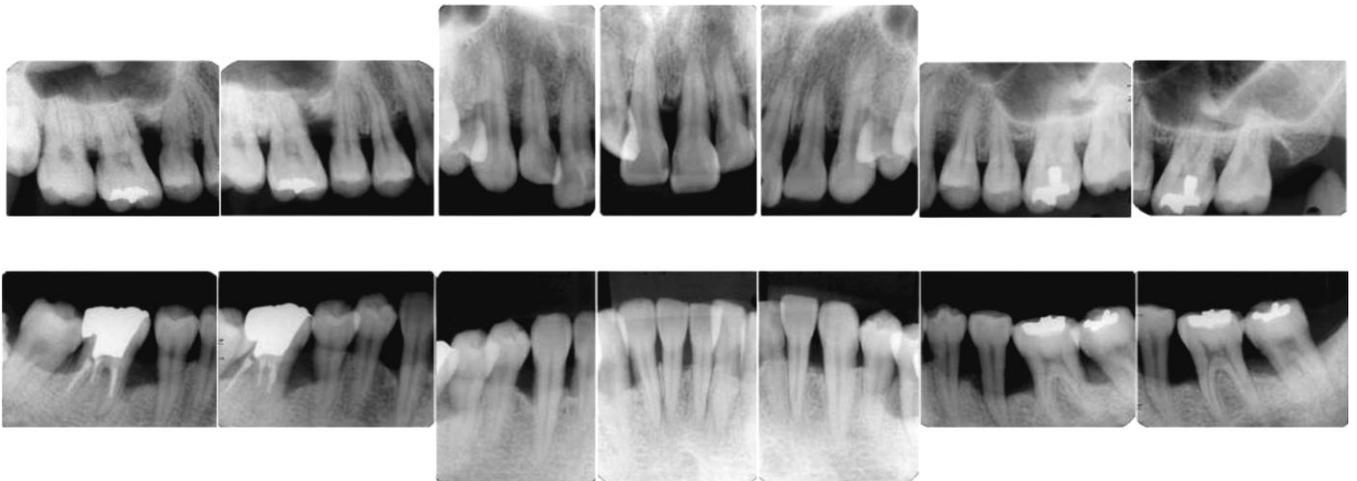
初診時のX線写真．全顎にわたる高度な骨吸収が認められる．
